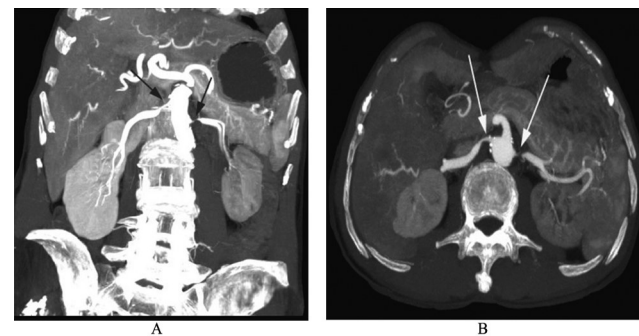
同一病例, A: 是利用 MIP+CPR 重建, 显示双侧肾动脉狭窄 (箭头), 以左侧狭窄 (狭窄程度 > 75%) 明显; B: 横断图像, 可见左肾强化程度明显低于右肾, CT 值相差约 50 Hu, 提示左肾灌注不良。
